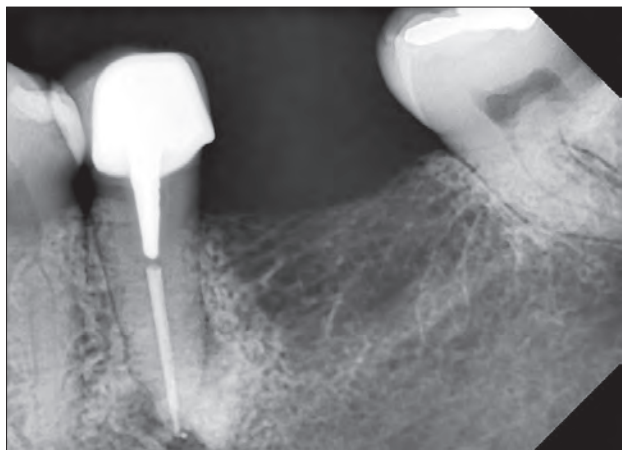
Radiografía periapical inicial del diente 3.5
